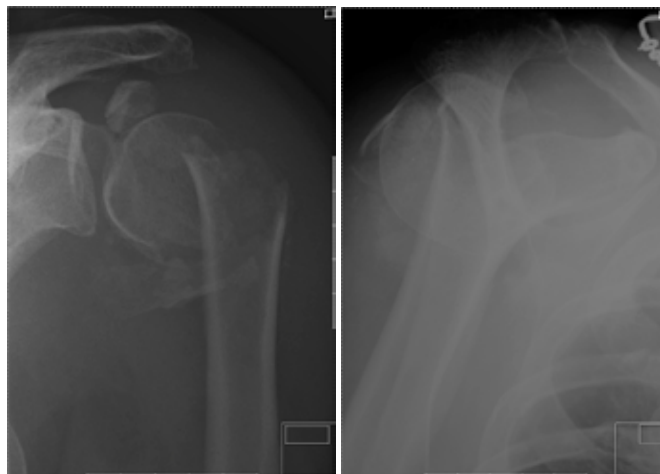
Konventionell röntgen i akutskedet visar en komminut proximal humeruskada.
